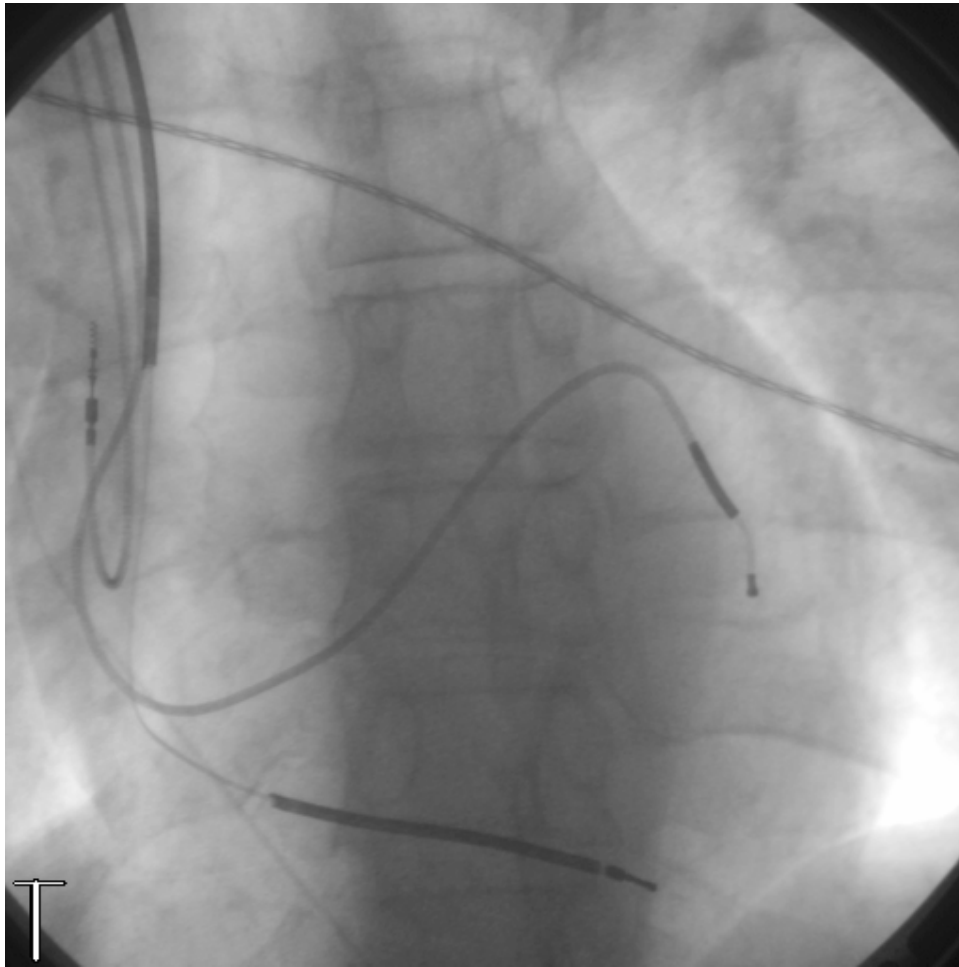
Röntgendurchleuchtungsbild unmittelbar nach Implantation eines CRT-Gerätes mit der Darstellung der drei Elektroden (1 - linker Ventrikel, 2 - rechter Ventrikel; 3 - rechter Vorhof)
